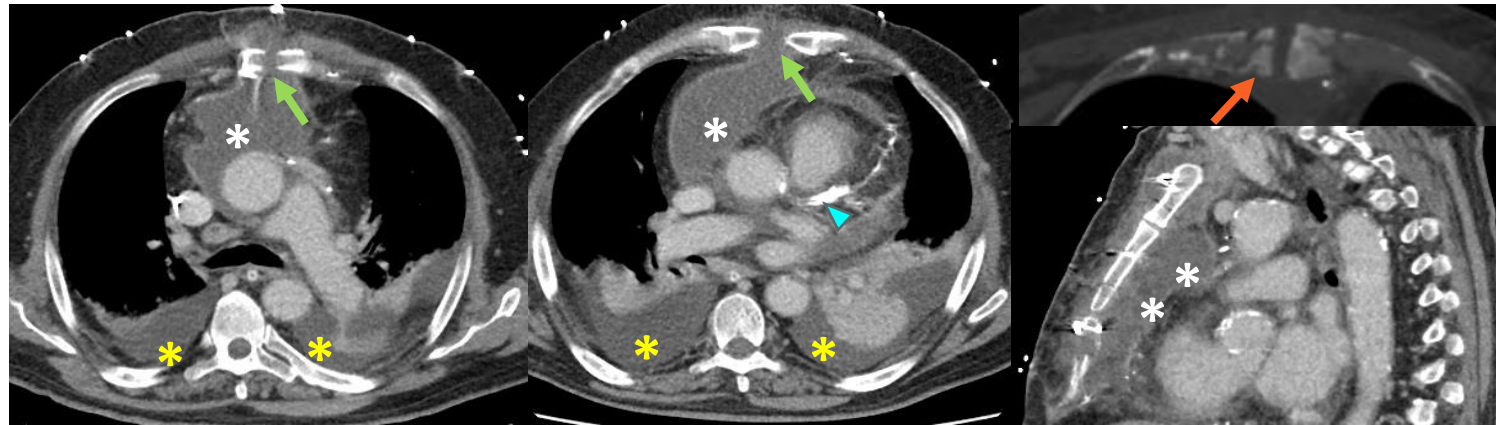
TC de tórax con contraste intravenoso (cortes axiales y sagital) en un paciente de 70 años con mediastinitis aguda posquirúrgica tras cirugía cardiovascular. Cambios postquirúrgicos de bypass aortocoronario (punta de flecha azul) mediante esternotomía media. Dehiscencia de los bordes de la esternotomía (flechas verdes), asociada a una colección líquida con realce periférico retroesternal que se extiende cráneo-caudalmente a lo largo de todo el trayecto de la esternotomía y del mediastino anterior (asteriscos blancos), en continuidad con los espacios prevascular y pericárdico. En ventana ósea, se observan alteraciones difusas de la densidad del esternón con irregularidad y erosión de la cortical, hallazgos sugestivos de osteomielitis esternal asociada (flecha naranja). Derrame pleural bilateral moderado (asteriscos amarillos).
